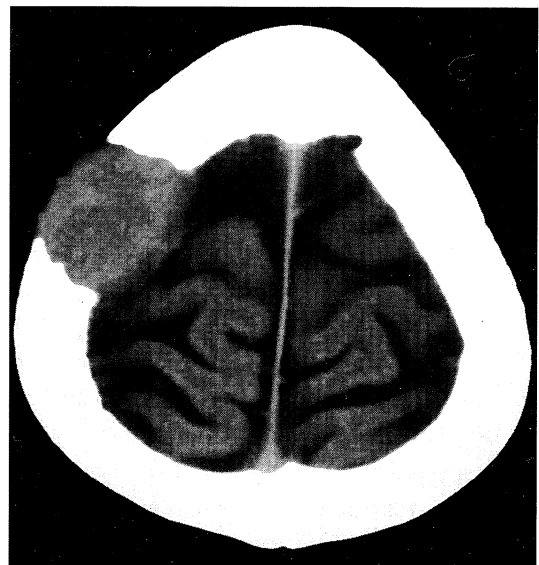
Computed tomography of head showed skull metastasis with destruction of the right parietal bone.
